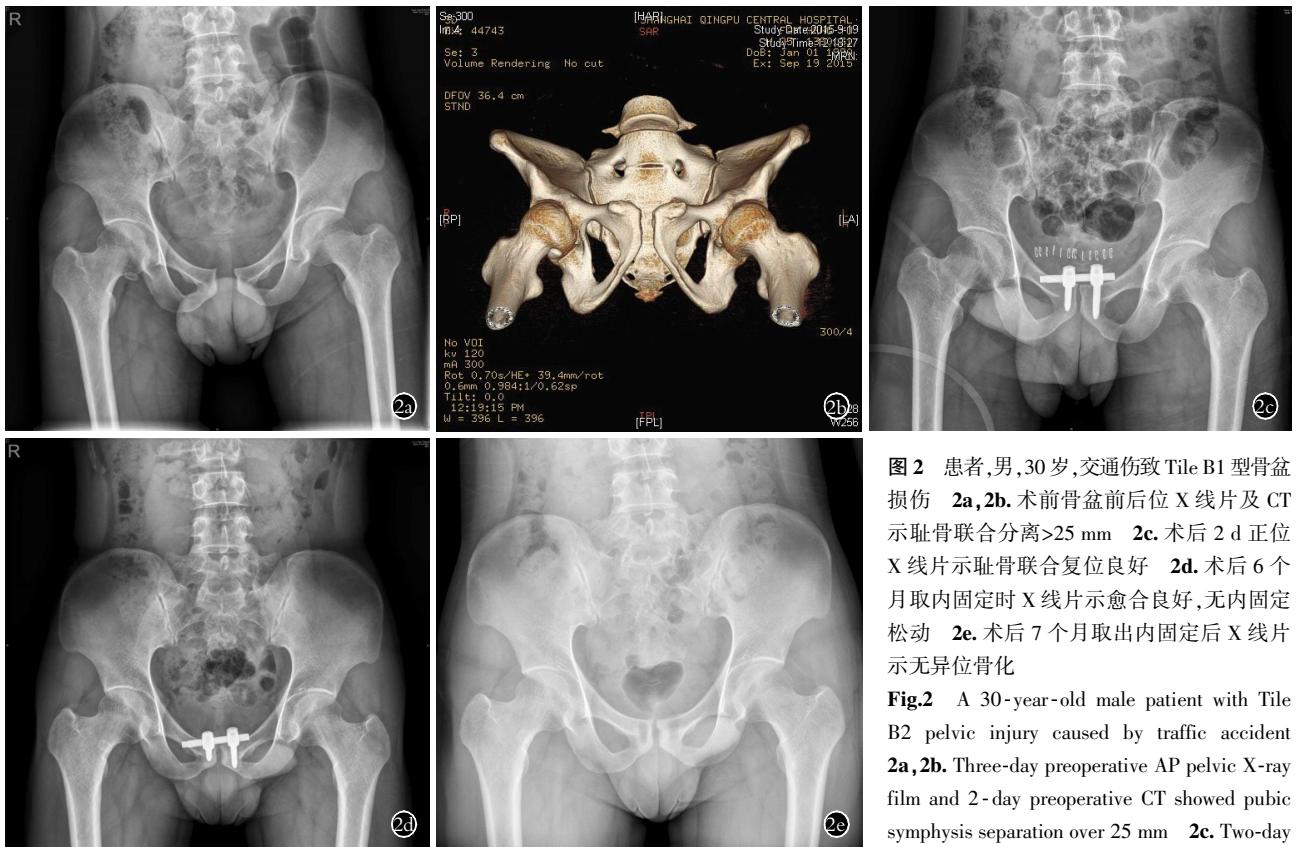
患者,男,30岁,交通伤致 Tile B1 型骨盆损伤 2a,2b. 术前骨盆前后位 X 线片及 CT 示耻骨联合分离>25 mm 2c. 术后 2 d 正位 X 线片示耻骨联合复位良好 2d. 术后 6 个月取内固定时 X 线片示愈合良好,无内固定松动 2e. 术后 7 个月取出内固定后 X 线片示无异位骨化
